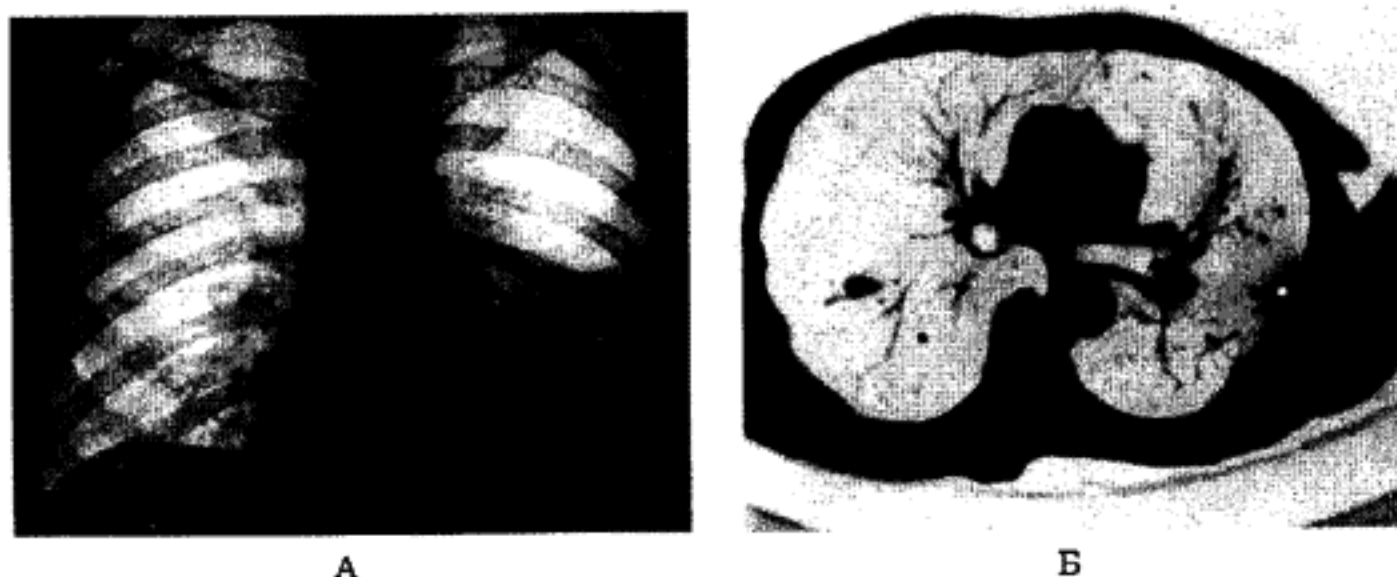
Лівобічна емпієма плеври. Оглядова рентгенограма грудної клітки, пряма проекція (А), фрагмент комп'ютерної томограми (Б).
